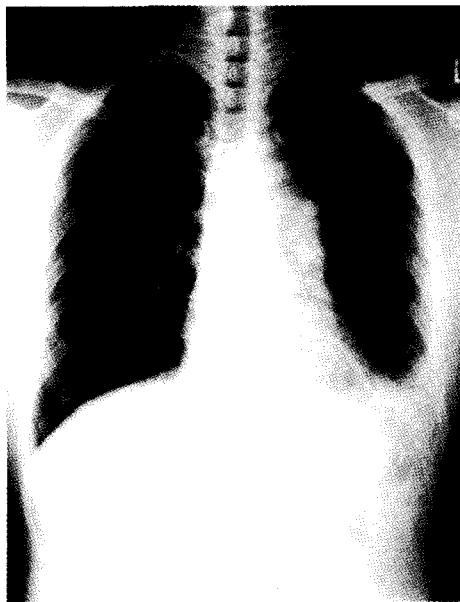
Preoperative chest X-ray, showing the left hilar mass and pleural effusion.
